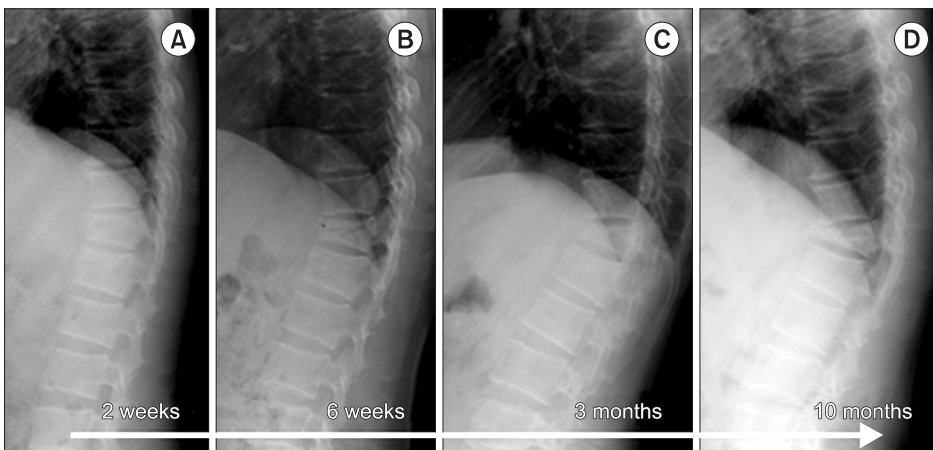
Serial thoracolumbar lateral radiographs show progressive collapse of T12 body height, increased T11 and T12 interspinous distance and increased kyphotic deformity. (A) Two weeks; (B) Six weeks; (C) Three months; (D) Ten months.
